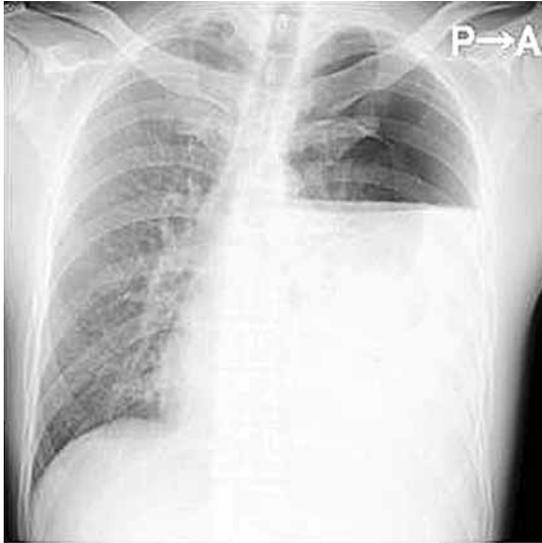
胸部単純X線検査：左肺の軽度虚脱，多量の胸水貯留，縦隔の右側偏移を認めた。
